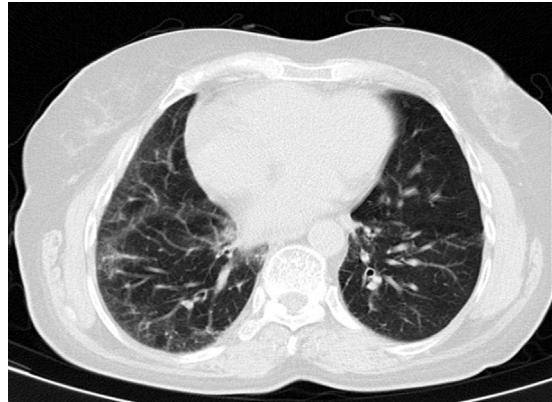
Tomografía axial computerizada de alta resolución con infiltrado intersticial periférico basal derecho de carácter leve.
